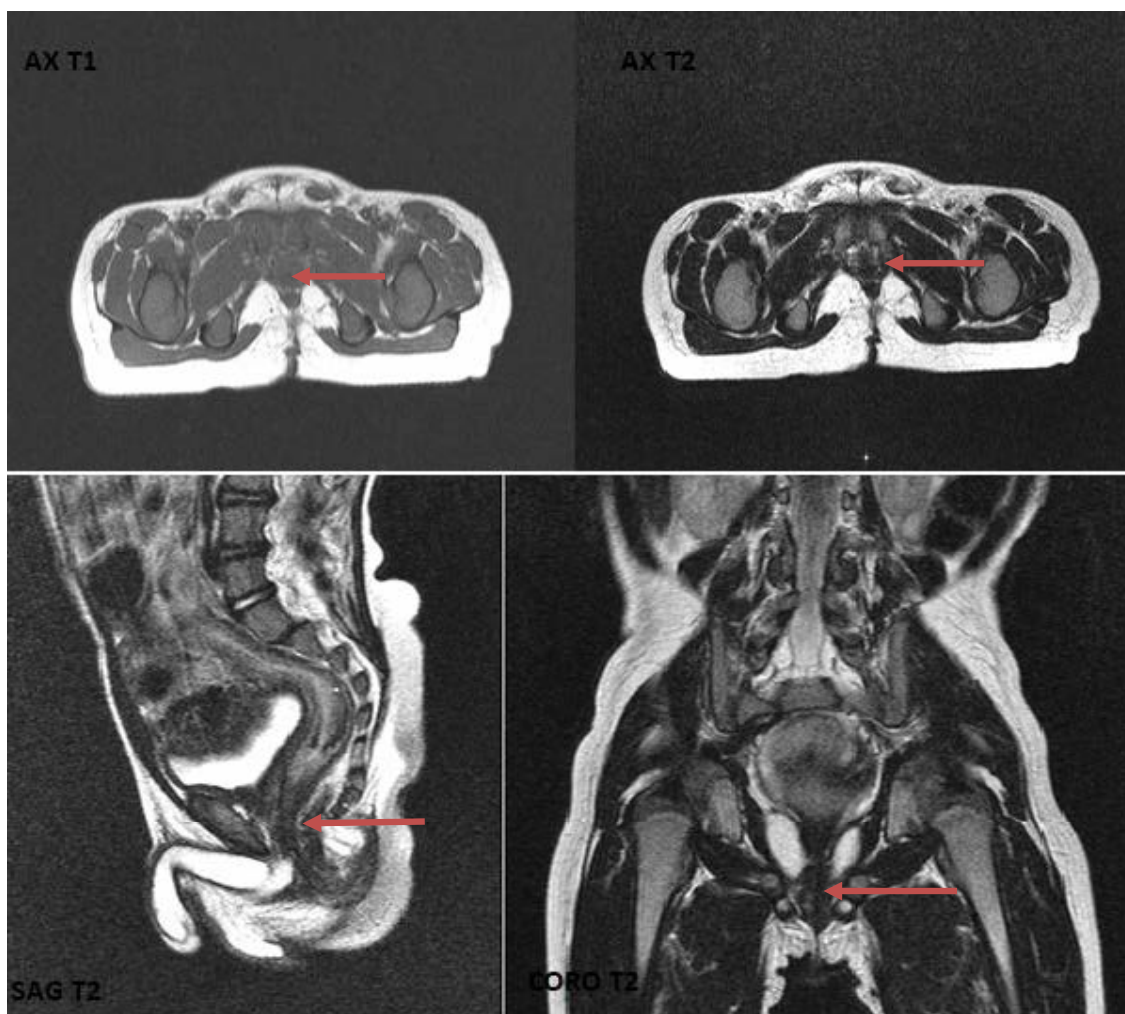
IRM pelvienne qui montre une hypoplasie des muscles de la sangle rectale. [42]
